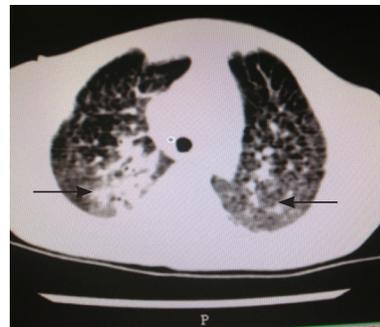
患儿入院时胸部CT增强影像 箭头所指为双肺底部网格状改变, 符合尼曼匹克病肺部改变。
